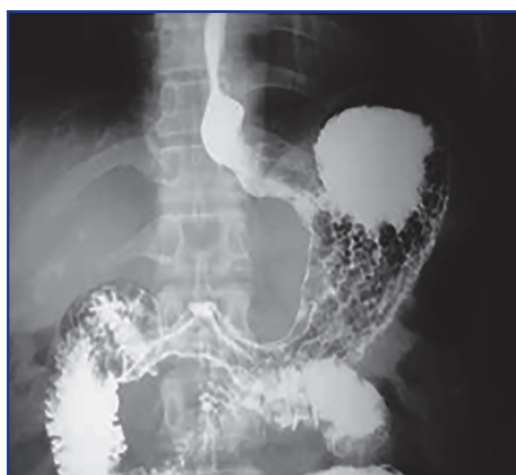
Рентгенологическая картина при диффузном раке желудка [1]
